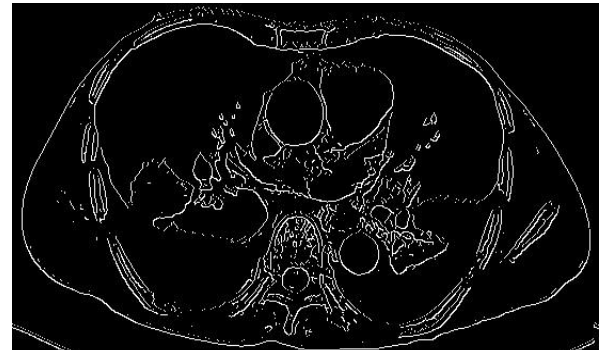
Hasil Deteksi tepi *Canny* Citra CT Scan pada nilai tepi 0.03 kuat dan 0.01 lemah
